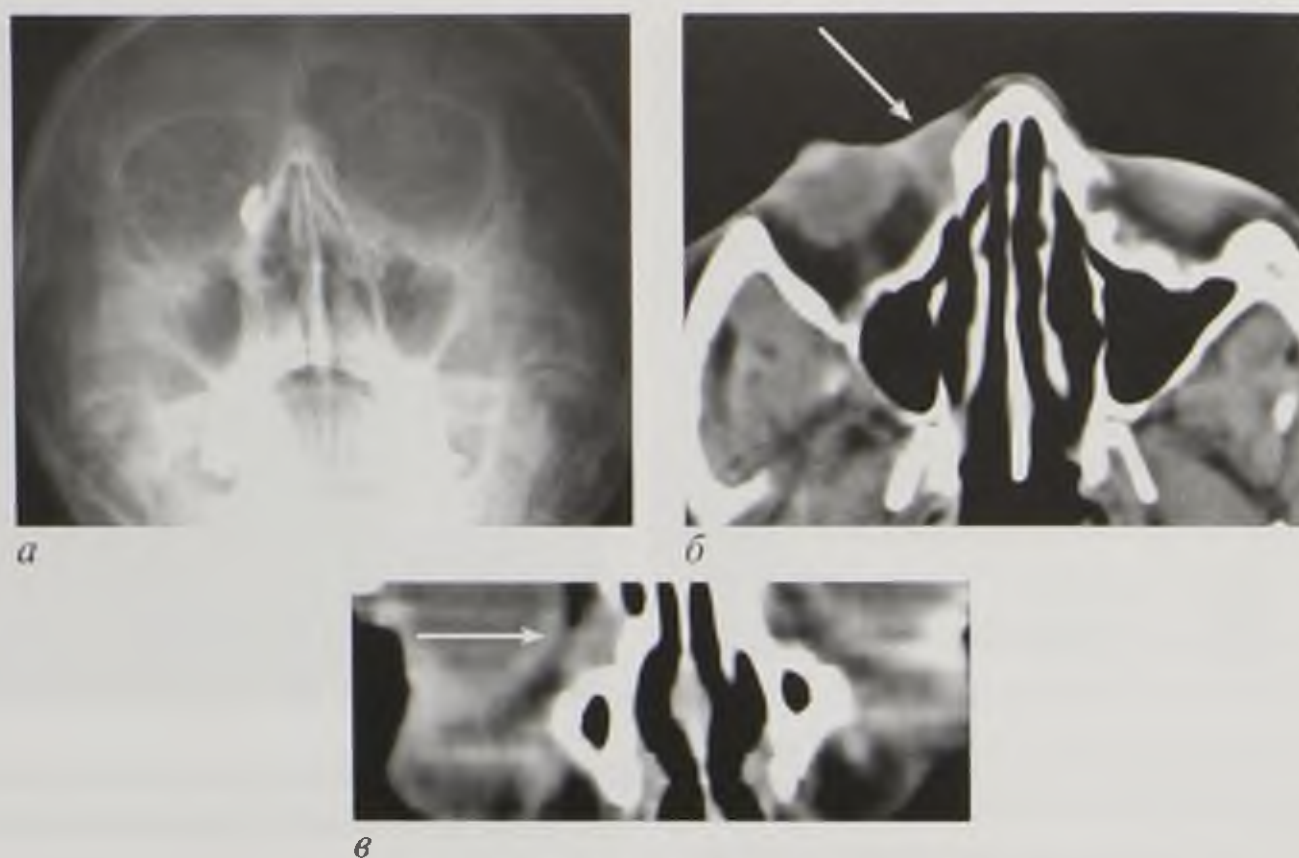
Дакриоцистит, увеличение размеров слезного мешка (стрелки): дакриоцистограмма (а); компьютерные томограммы в аксиальной плоскости (б), мультипланарная реконструкция во фронтальной плоскости (в)
